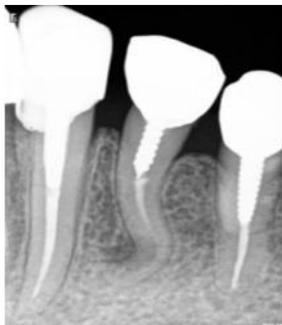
Cliché radiographique de 34 avec une double courbure.
